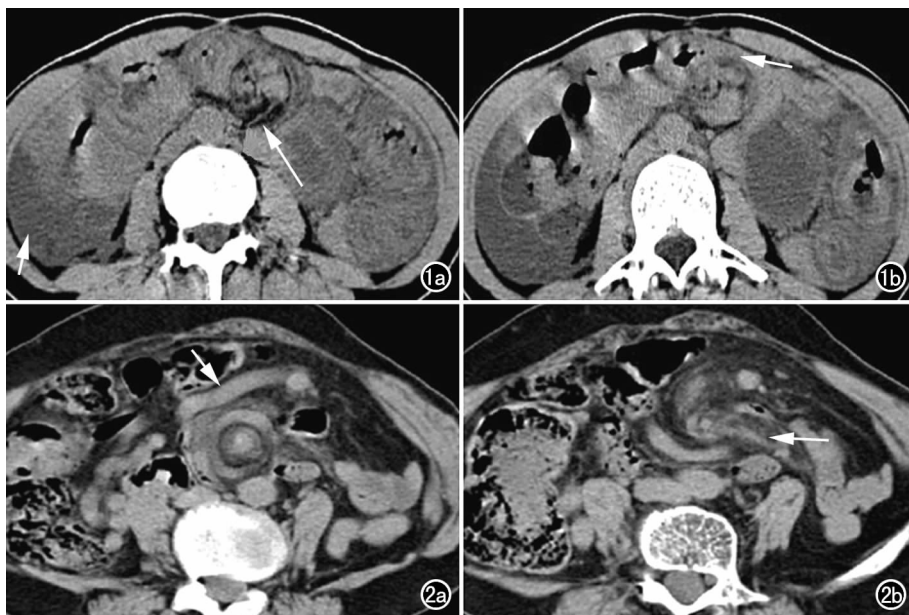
360°肠扭转。a) CT 提示为绞窄性肠梗阻,可见“漩涡征”(长箭)及腹水(短箭); b) 可见卷入的肠管起始部呈鸟喙征(箭)。 图 2 360°肠扭转。a) CT 轴面扫描示肠系膜静脉充盈增粗改变(箭); b) CT 轴面扫描示漩涡征(箭)。
